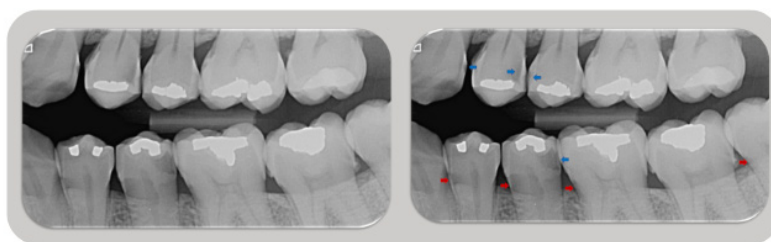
Radiografias evidenciando cárie em dentina
